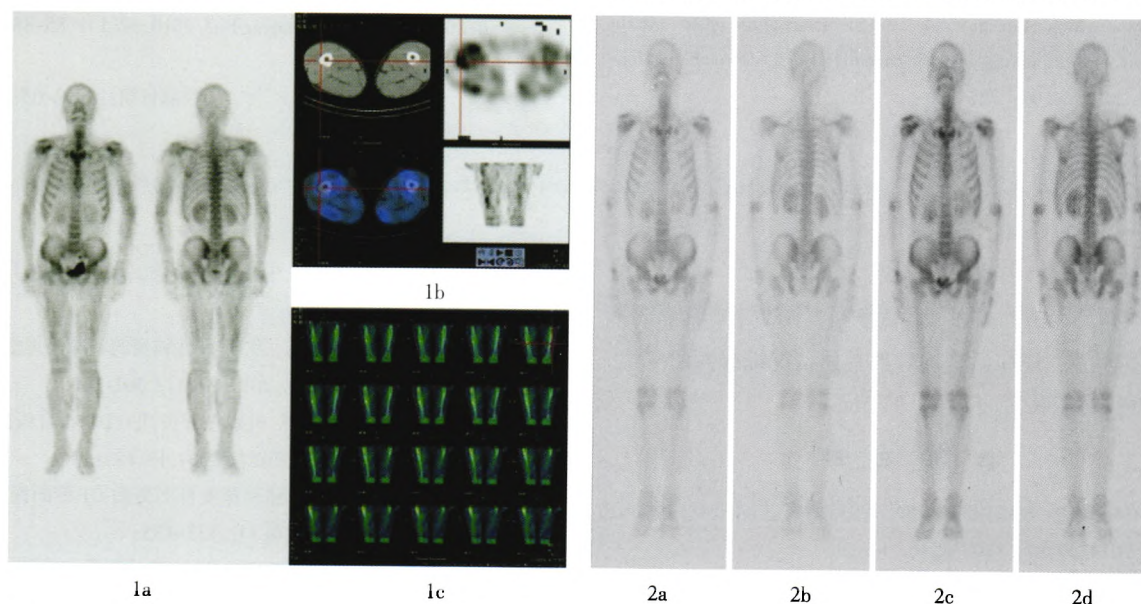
小细胞肺癌患者, 男性, 47岁, 行“足叶乙甙+长春瑞滨+奥沙利铂”化疗后1个月的 ^{99m}Tc -MDP SPECT/CT全身骨显像。图中, 1a为SPECT/CT全身显像, 示全身肌肉组织弥漫性、不均匀异常显像剂浓聚, 且致四肢骨骼显影浅淡; 1b为SPECT/CT断层显像; 1c为冠状位图像, 示双侧股骨异常显像剂浓聚, 临近肌肉组织斑片状摄取。图2 本例患者再次行“足叶乙甙+长春瑞滨+奥沙利铂”化疗2个周期, 同时给予IMRT 15次后的 ^{99m}Tc -MDP SPECT/CT全身骨显像(2a和2c为前位图像, 2b和2d为后位图像), 示全身骨骼分布均匀、对称, 未见明显异常显像剂浓聚灶, 与上次全身骨显像对比, 全身肌肉及股骨上端异常显像剂浓聚灶已完全消退。
